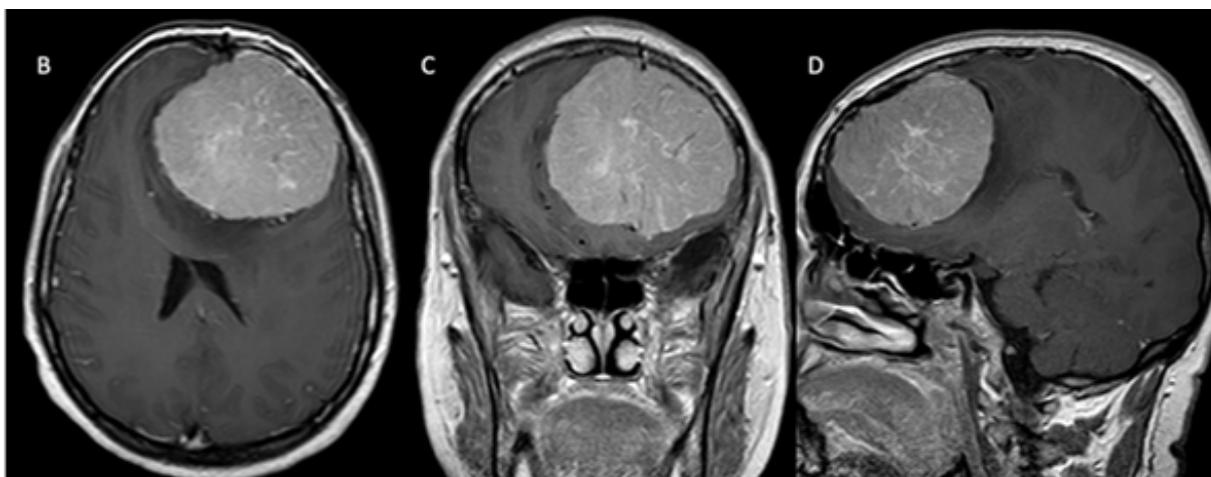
Resonancia Magnética corte encéfalo axial, coronal y sagital. Secuencia T1 con gadolinio, donde se demuestra lesión extra axial frontal izquierda con realce homogéneo tras la administración del contraste.
